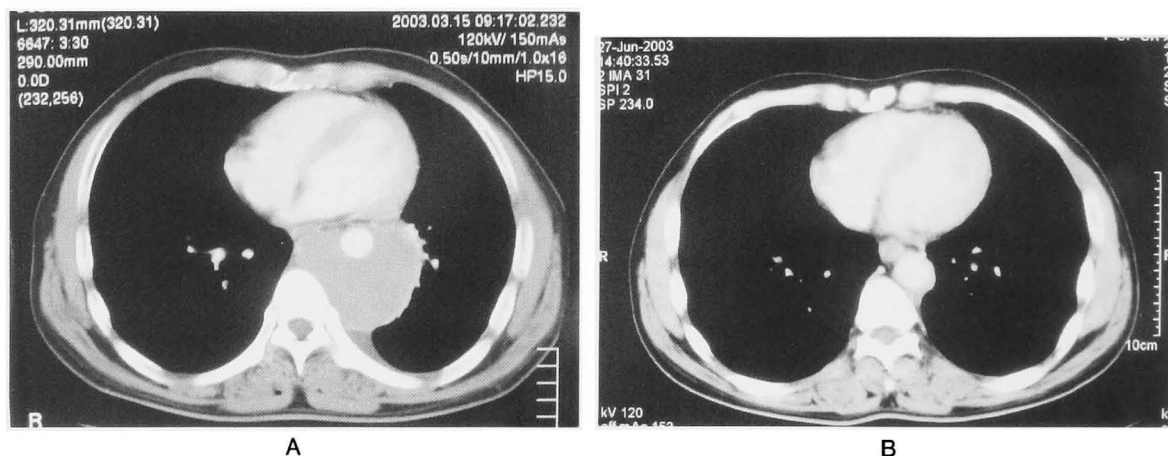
A: Computed tomography before chemotherapy revealed a tumor mass in the posterior mediastinum (8.0 × 6.8 cm). B: Computed tomography after chemotherapy revealed the tumor mass to be reduced (0.5 × 1.0 cm).
